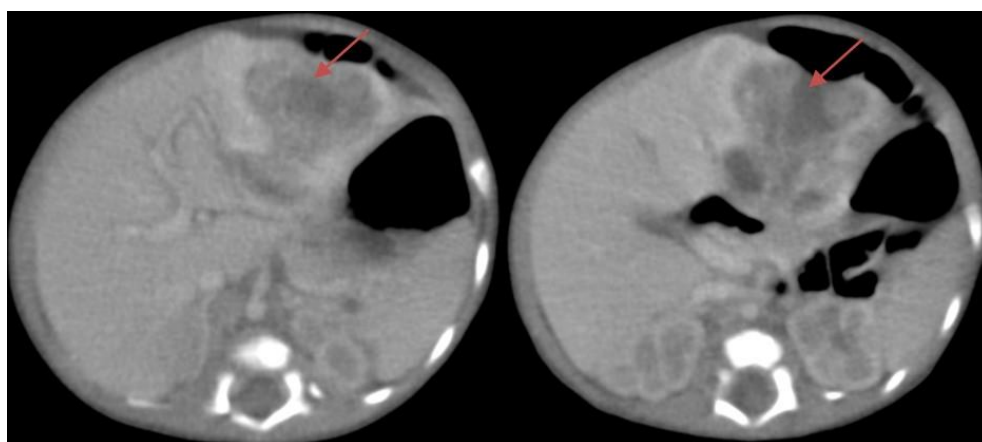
Tomografía contrastada de abdomen cortes de 3 mm en fase arterial tardía y venosa portal.
